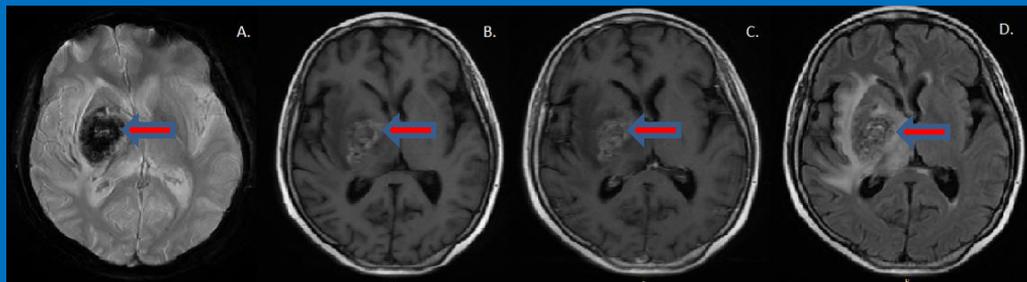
Secuencias de RM que muestran la lesión dominante. Se observa predominantemente hipointensa en GRE (A). Comparando T1 (B) y T1 con gadolinio, se destaca el ligero realce tras la administración de contraste (C). T2 flair muestra señal heterogénea (D). Marcado edema peri-lesional evidenciado en todas las secuencias señaladas con las flechas rojas.
